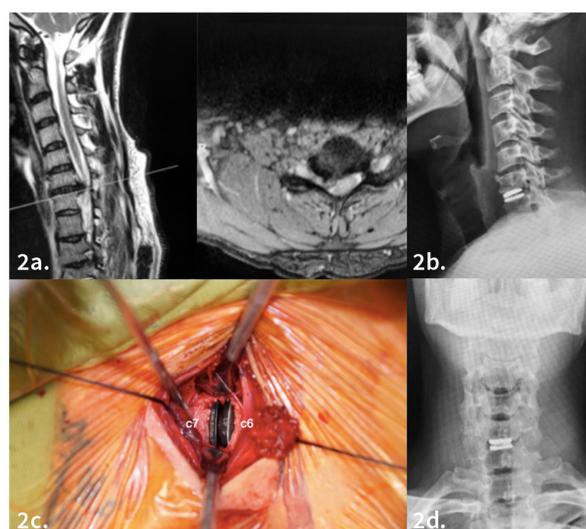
Caso Clínico 38 años; a. Resonancia pre operatoria hernia de disco expulsa C6-C7; b. Imágenes intraoperatorias; c y d. Radiografías postoperatorias.
